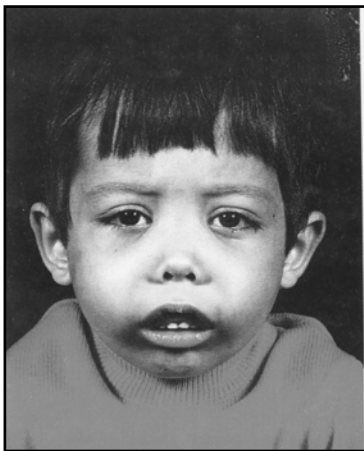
Faciesul unui copil cu anemie Cooley; radiografie craniană laterală: aspectul de craniu „în perie”.
